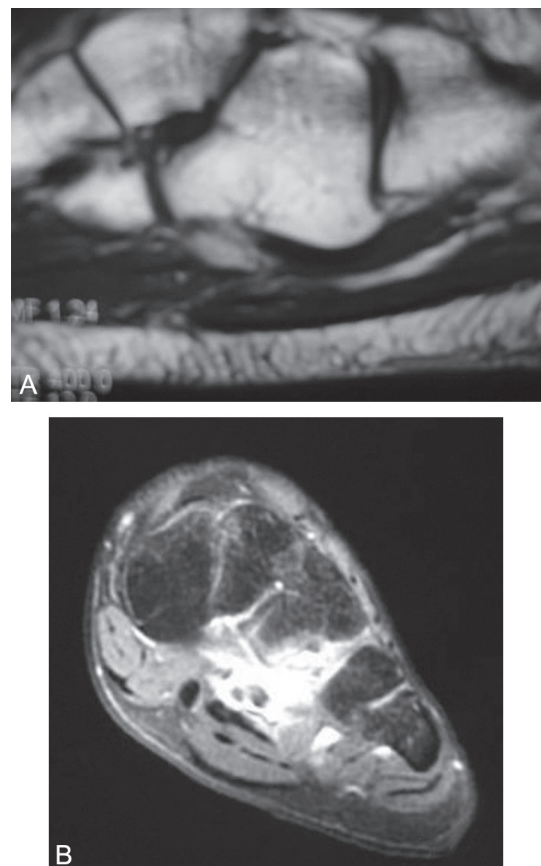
Aspects IRM d'une fissuration du long fibulaire.
